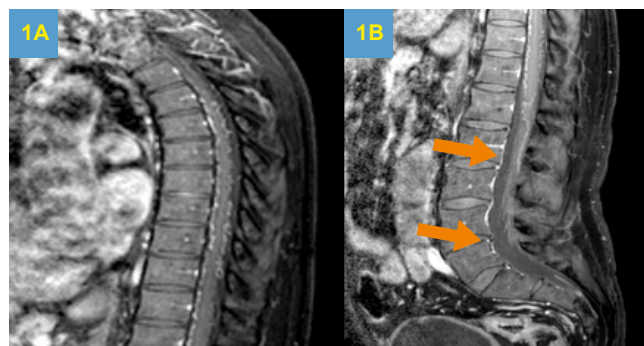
Ressonância magnética da coluna torácica (A) e lombar (B) na fase pós-contraste, demonstrando vasos piais tortuosos e ectasiados (setas), representando congestão venosa
